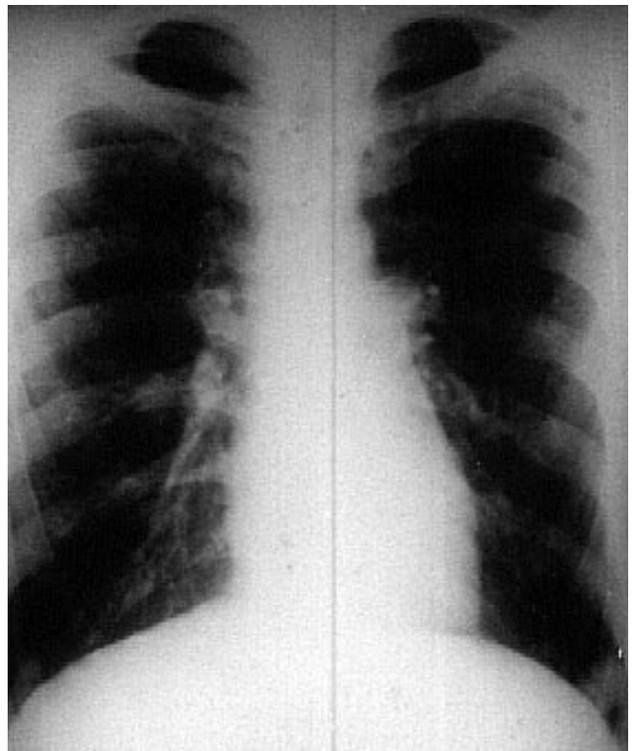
Caso 3. Radiografía torácica. Se aprecia lesión de 2 cm. en la base del hemitórax izquierdo y múltiples lesiones pequeñas en el lóbulo pulmonar derecho
